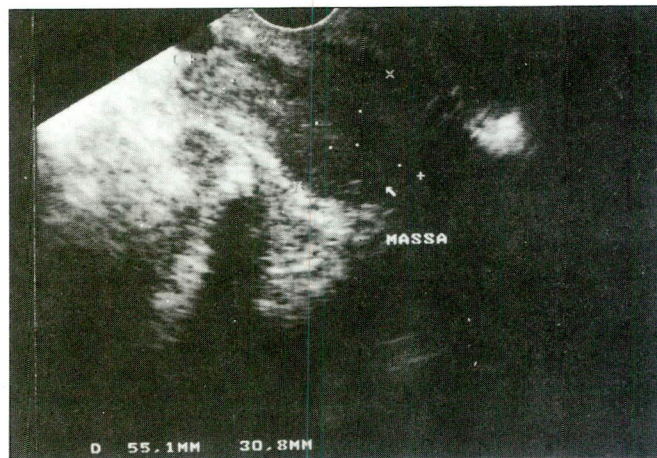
A: Paciente portadora de carcinoma recidivado de colo uterino. Ultrassonografia trans-retal mostra extensa massa tumoral pélvica.
